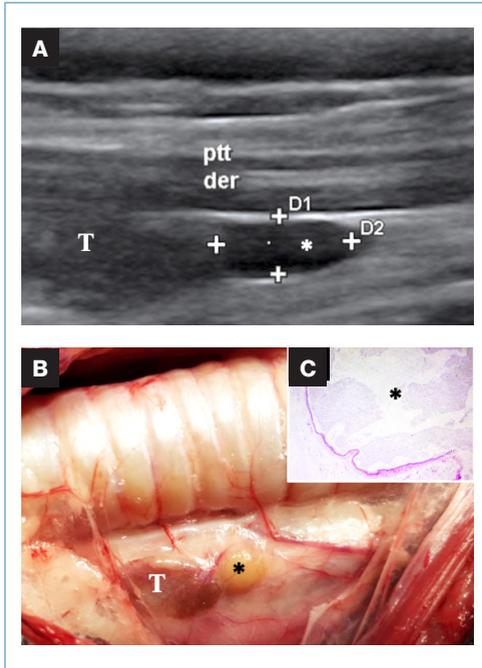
Correlación entre (A) la ecografía, (B) la cirugía y (C) la histopatología de un quiste de paratiroides (asterisco). La ecografía muestra un nódulo hipoeicoico caudal al lóbulo tiroideo (T) en corte sagital el cual es hallado en la cirugía de color amarillento (asterisco). La histopatología confirmó la lesión.
